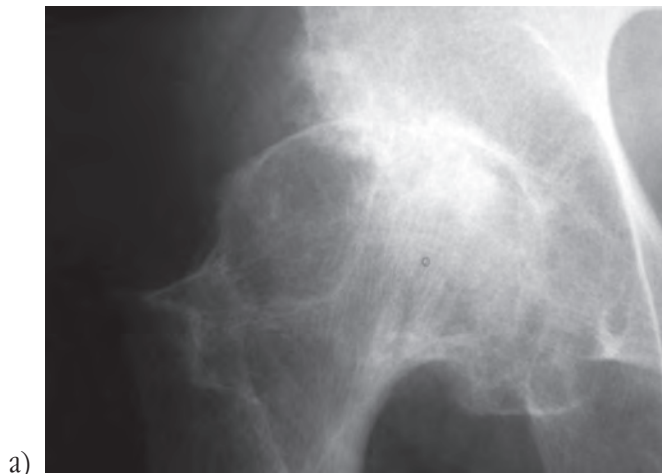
а) Рентгенограма головки стегнової кістки з наявністю кисти великих розмірів; б) анатомічний зразок, що відповідає зазначеним рентгенограмам
